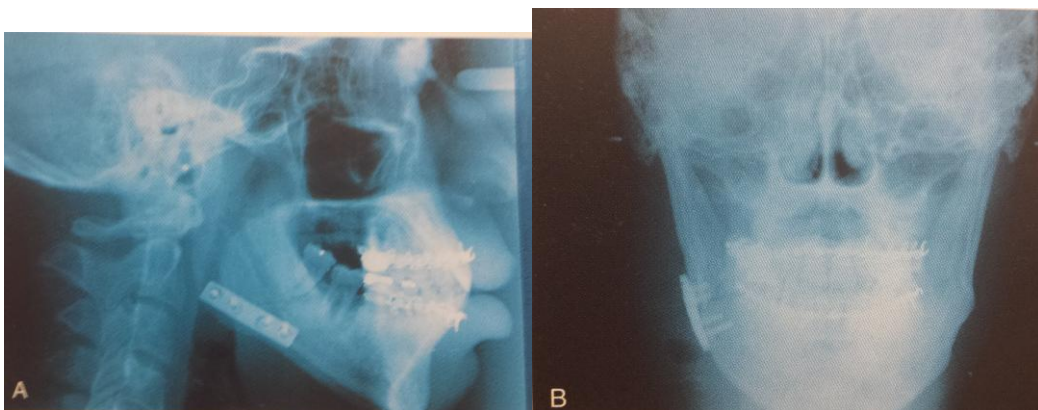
Radiografía mostrando la correcta aplicación de un PCDE en el borde inferior de la mandíbula para la reducción de una fractura en el ángulo mandibular. (4)
